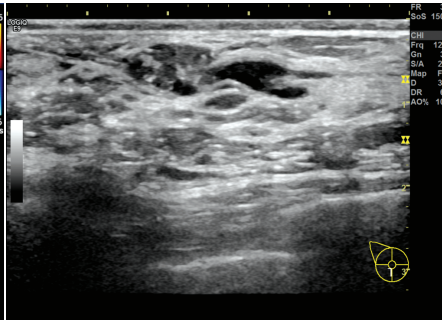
超声示乳腺导管内乳头状瘤患者(女,49岁)右侧乳腺下象限乳晕后方导管扩张,内径2.4 mm,内见一大大小为15 mm×6 mm肿块,边界清,形态规则,内部以低回声为主,后方回声无变化
